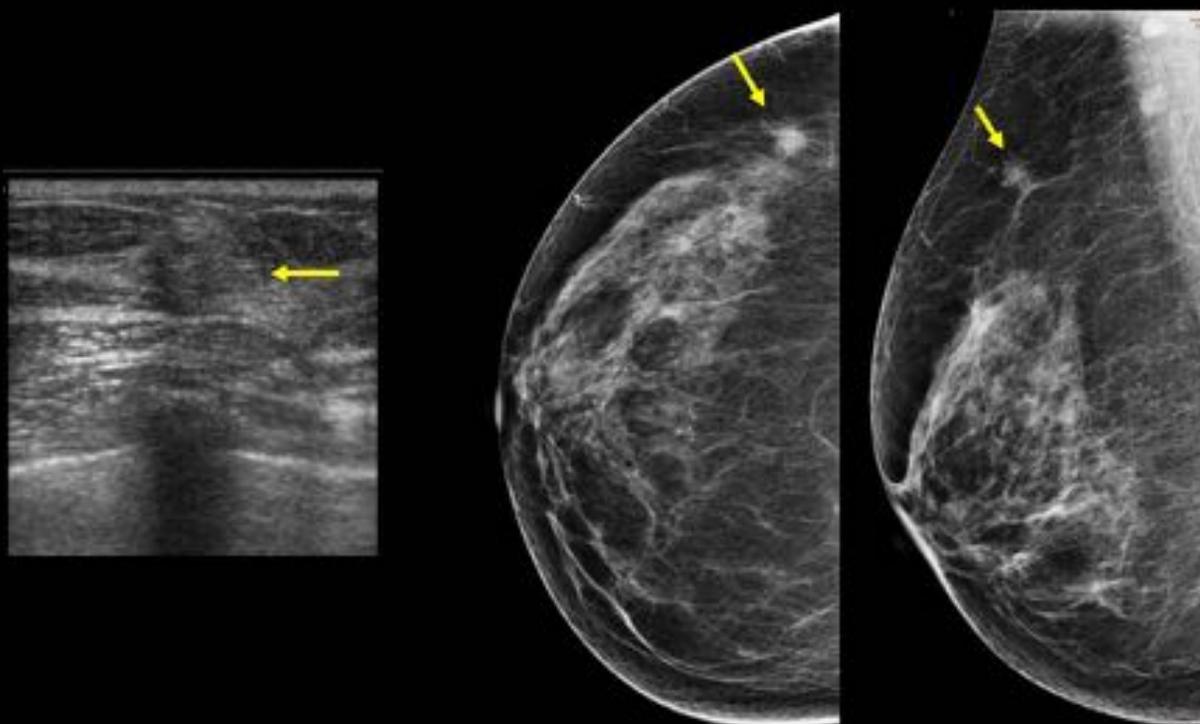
Mujer de 65 años que consulta por tumoración en CSE de mama izquierda. La mamografía detectó un nódulo espiculado en esa región que en la ecografía se correlacionaba con una lesión hiperecoica de márgenes irregulares y con sombra acústica posterior. Dados los signos sugestivos de malignidad se biopsió la lesión con resultado de carcinoma ductal invasivo.
